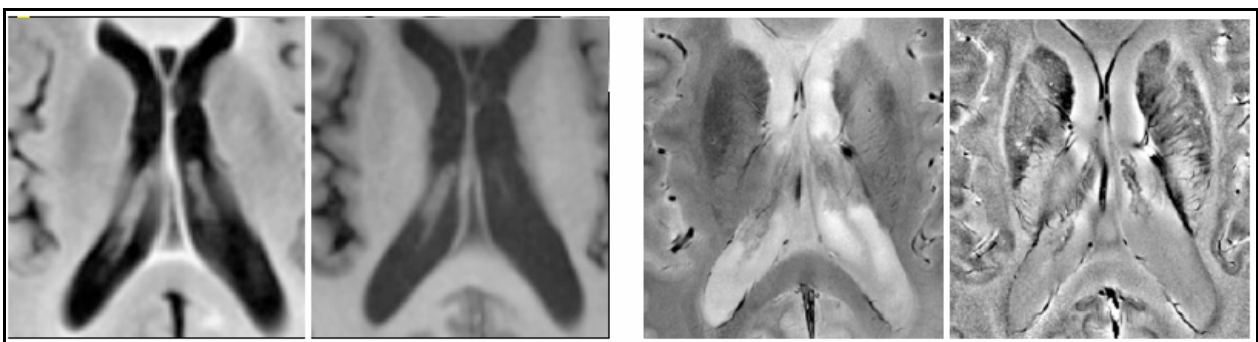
a) immagini ottenute con scanner HF a 3T rispettivamente con sequenze FLAIR e T1W
